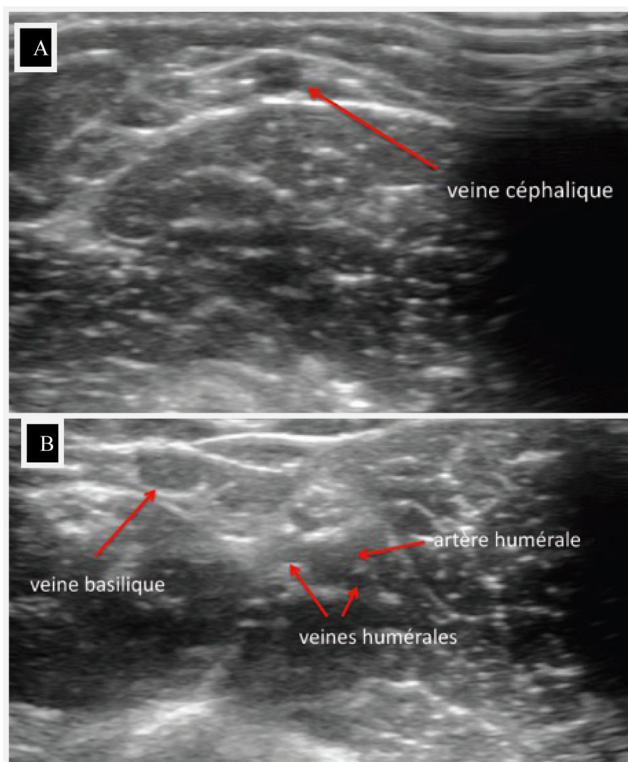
A et B : veines du bras en échographie 2D
